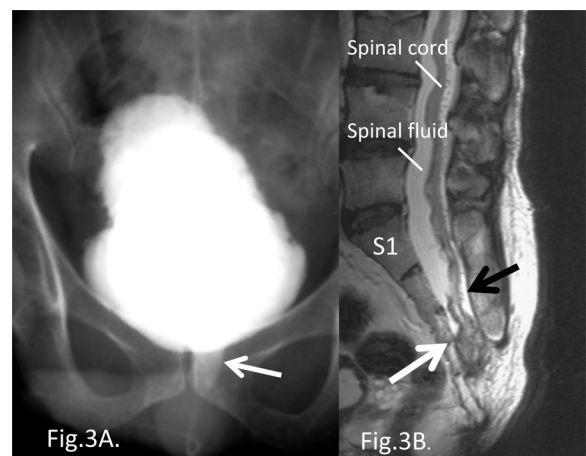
Case 3: A) Cystography shows open bladder neck (white arrow) and severe deformity of the bladder. B) Sagittal T2-weighted MRI shows the tethered spinal cord with intradural lipoma below the S3 level (white arrow). The black arrow indicates syringomyelia and arteriovenous malformation.
